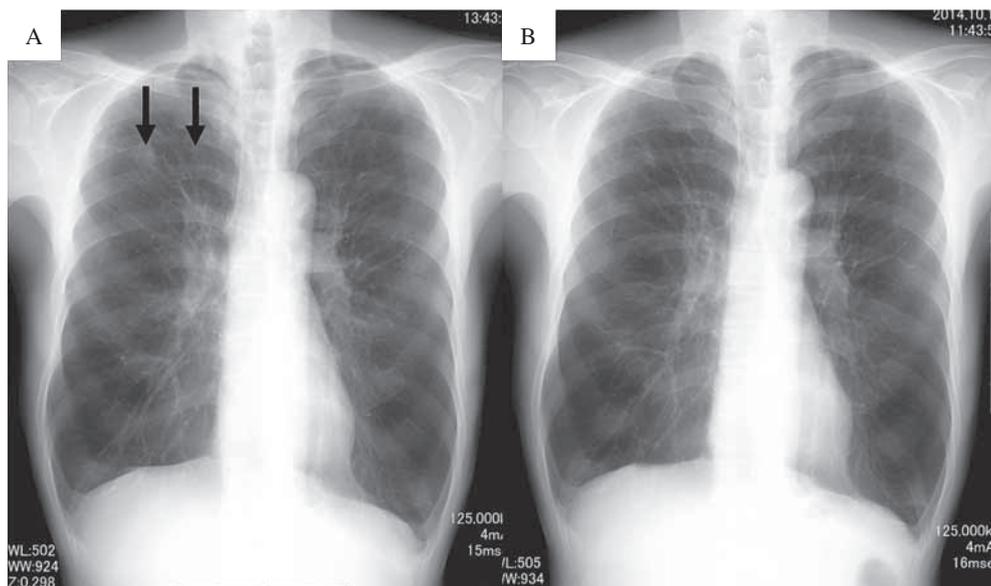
Chest roentgenogram during the clinical course
